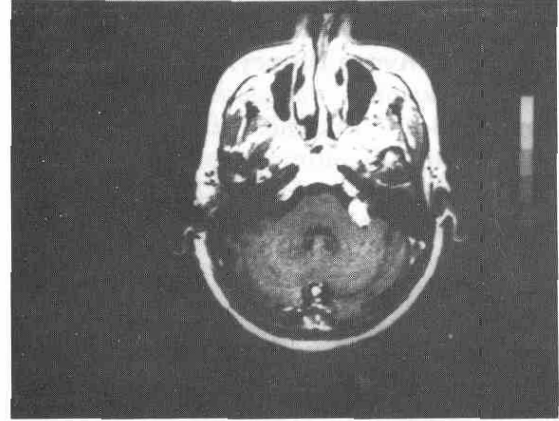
Vaka 1 preoperatif CT görünümü
